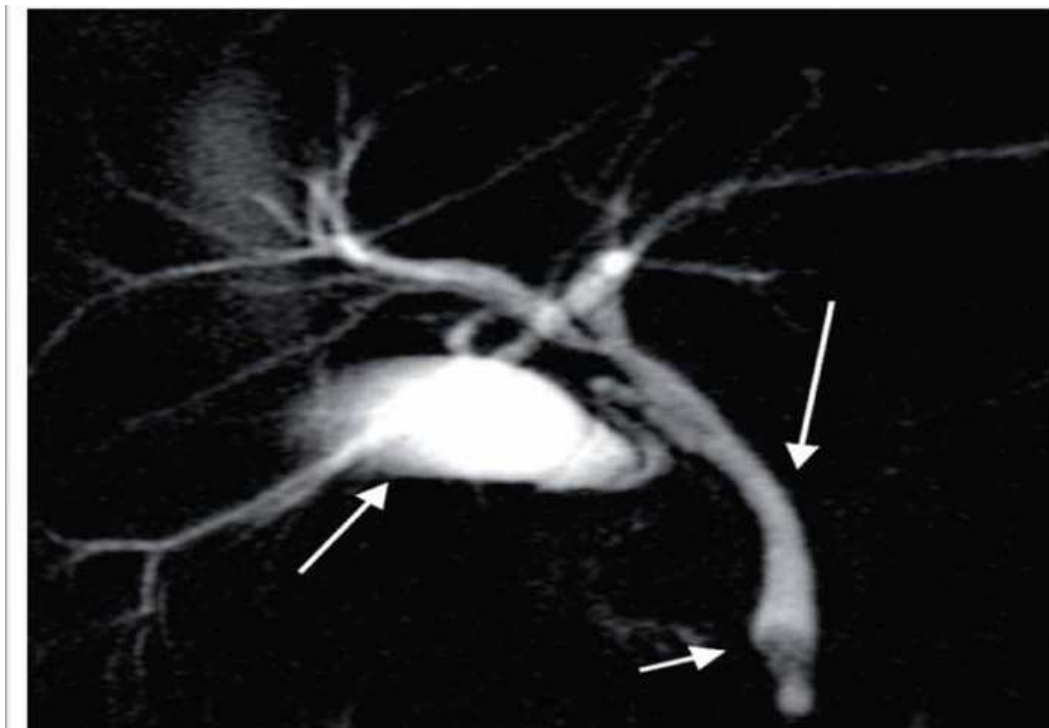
une bili IRM montrant un calcul du bas cholédoque (46)
